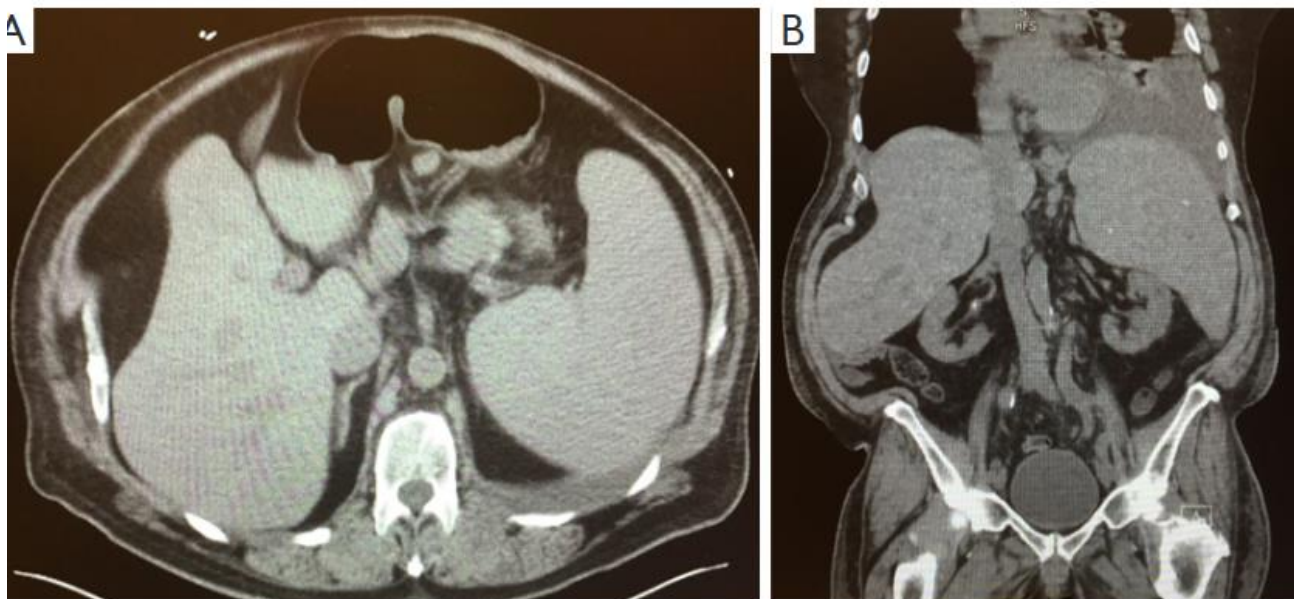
TDM vue transversale (A) ou coronale (B) : splénomégalie, épanchement pleural"(49)
